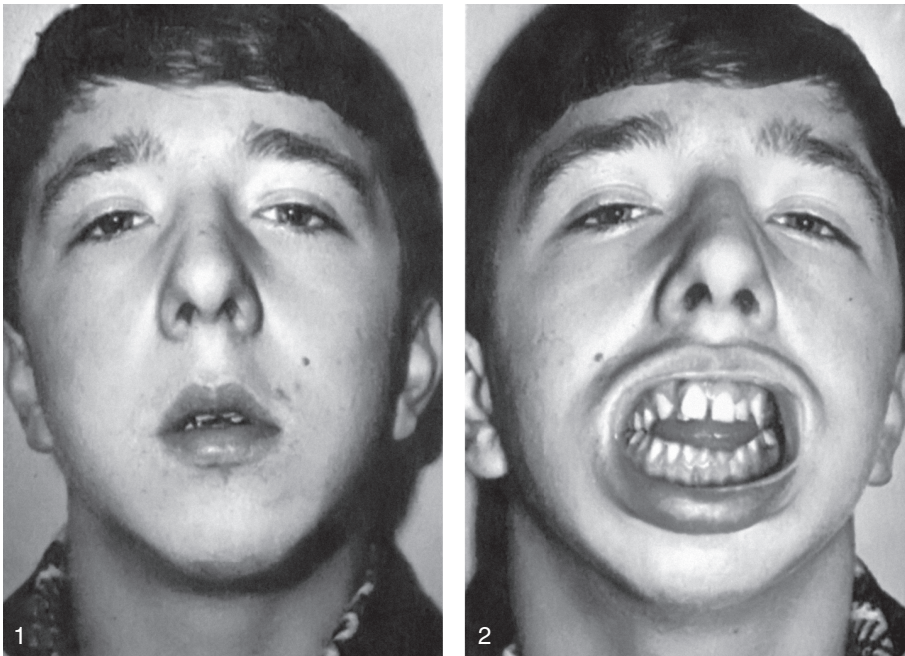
Мальчик 9 лет: 1, 2 — ротовое дыхание, несмыкание губ в покое, прикусывание нижней губы; 3 — протрузия резцов верхней челюсти и ретрузия резцов нижней челюсти
